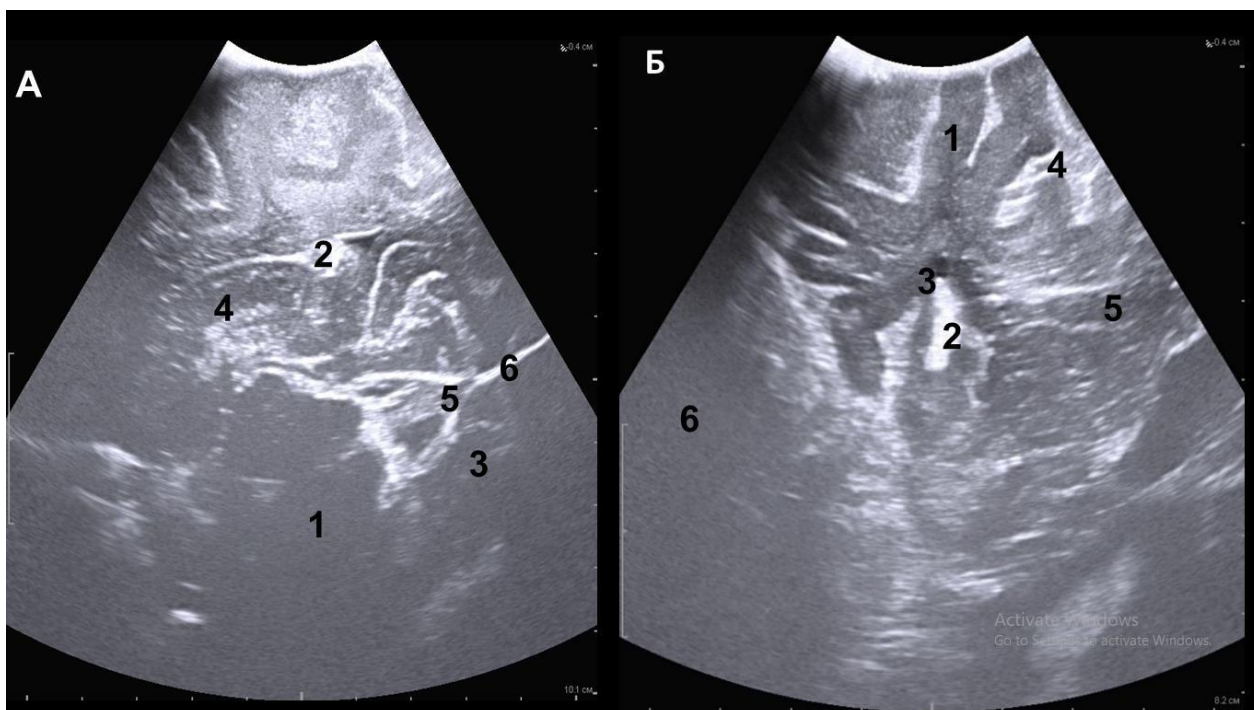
иУЗИ, изображение правой височной доли.
